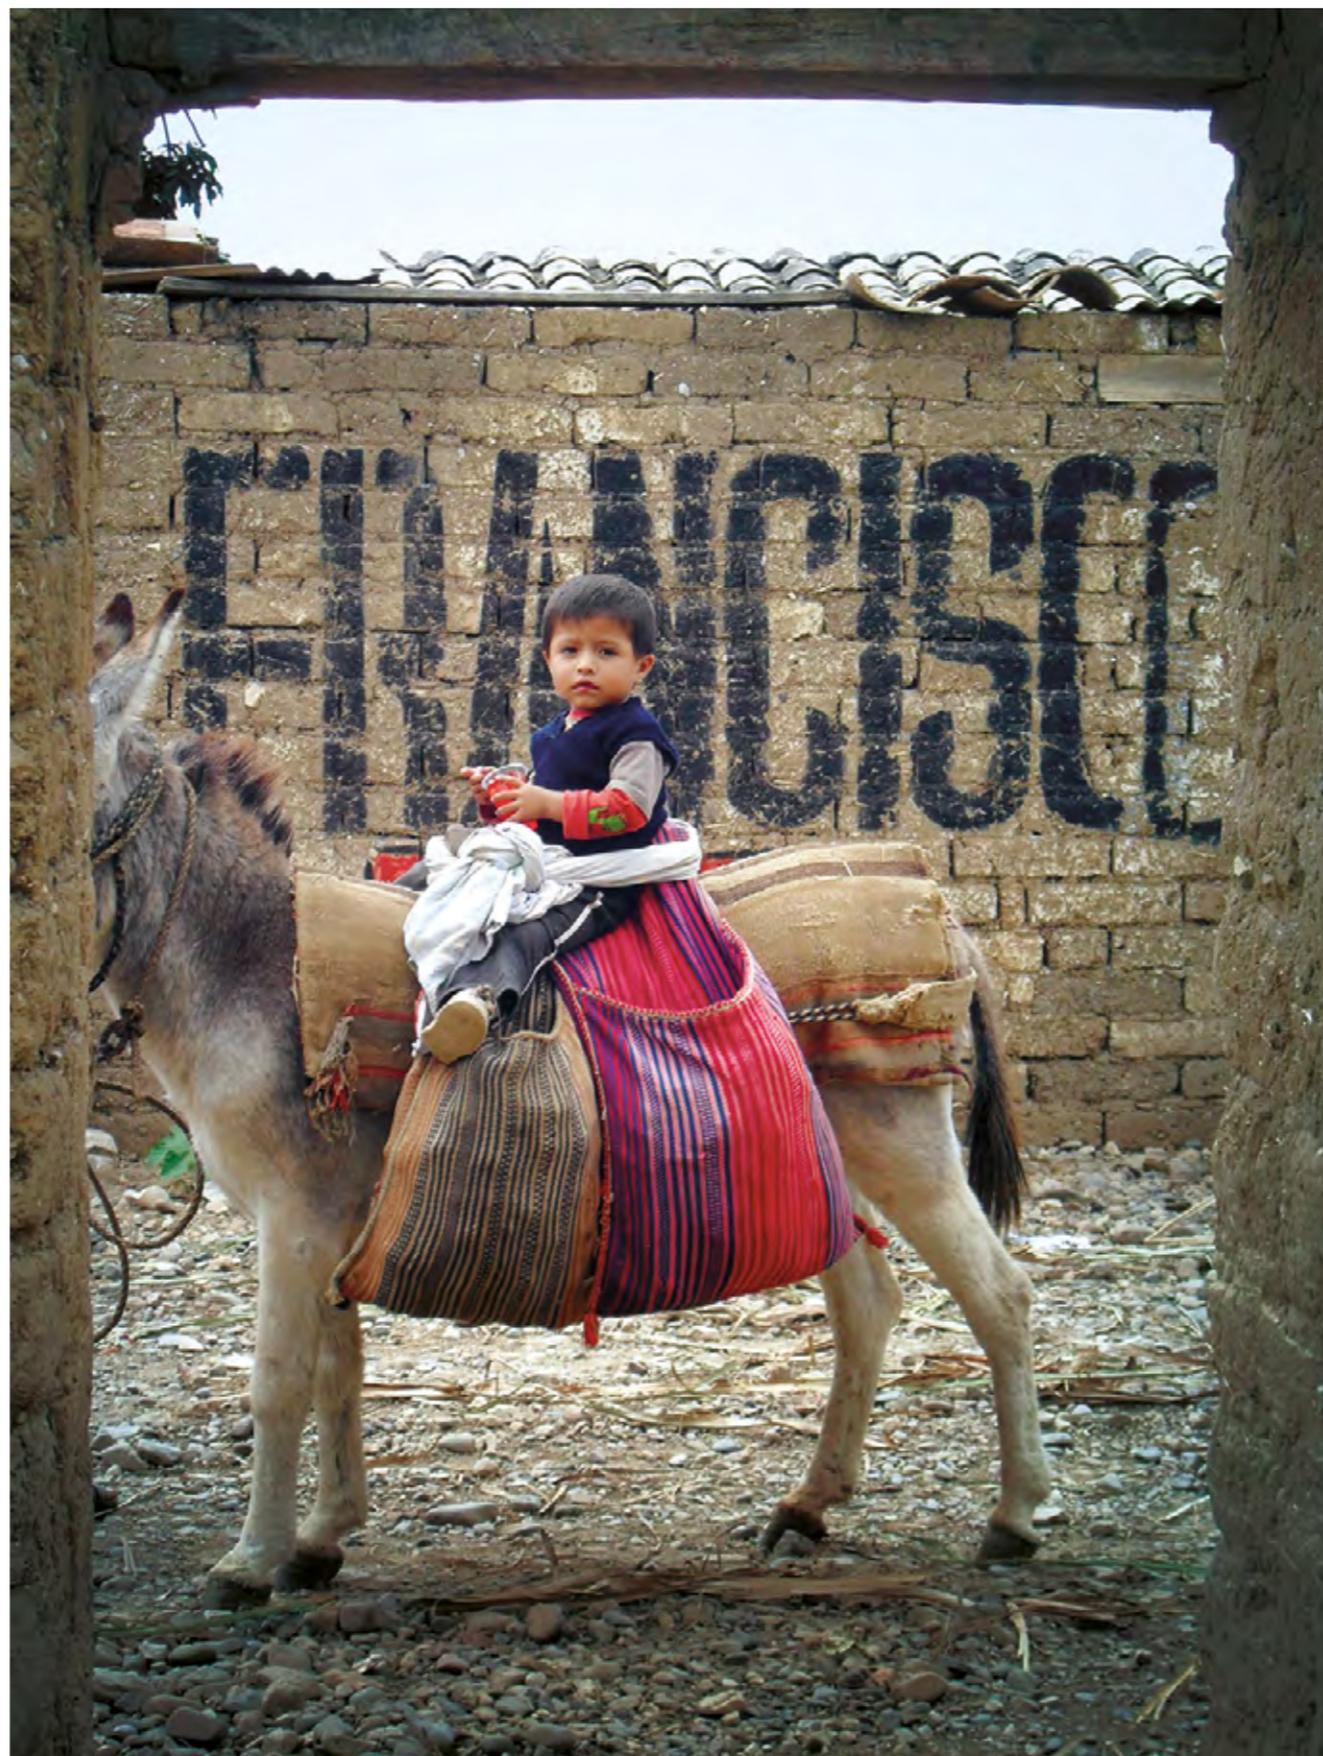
FIGHTING DIARRHOEA WITH PET BOTTLES
